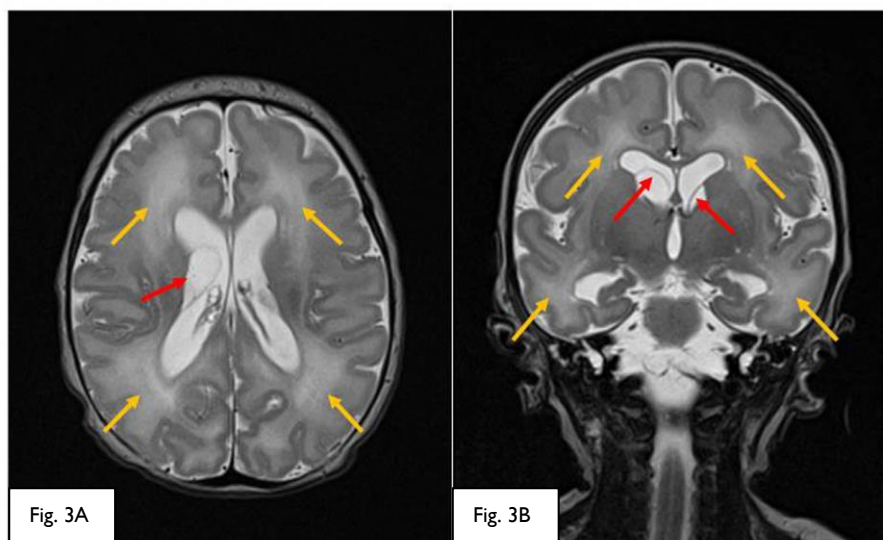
Imagens de ressonâncias magnéticas pós-natais ao 5º dia de vida. As setas vermelhas indicam o septo de quistos intraventriculares na área da matriz germinativa. Existe uma suave dilatação dos ventrículos laterais. As setas amarelas mostram as lesões na substância branca. Não existem sinais de calcificação.
